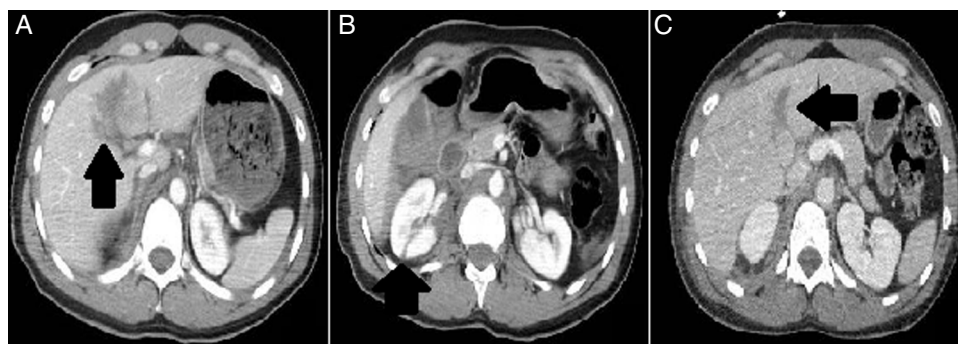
A) La flecha muestra un área hipodensa en el segmento V hepático, compatible con la lesión hepática descrita. B) Destacamos con flecha la lesión renal derecha a nivel póstero-superior. C) En la TAC de control al 8.º día se objetiva disminución y tamaño de la lesión hepática.
